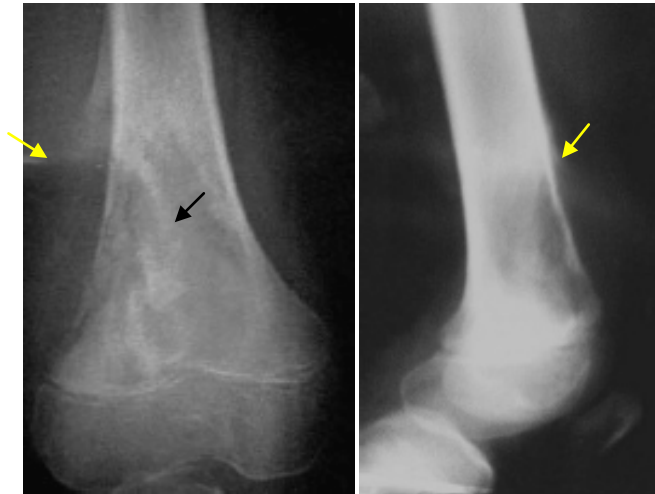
Une radiographie standard de face et profil : sarcome d'Ewing chez une fille de 15 ans avec lésion ostéolytique pure de type II métaphysaire au niveau de l'extrémité inférieure du fémur, à limites floues (flèche noire) avec la présence d'une réaction périostée en éperon de Codman (flèche jaune).
